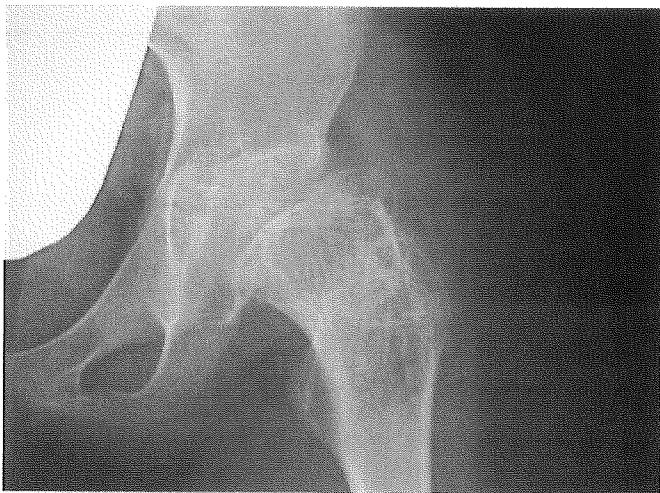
Radiograph at the final follow-up. The reduced position was maintained, but joint congruence was not recovered
